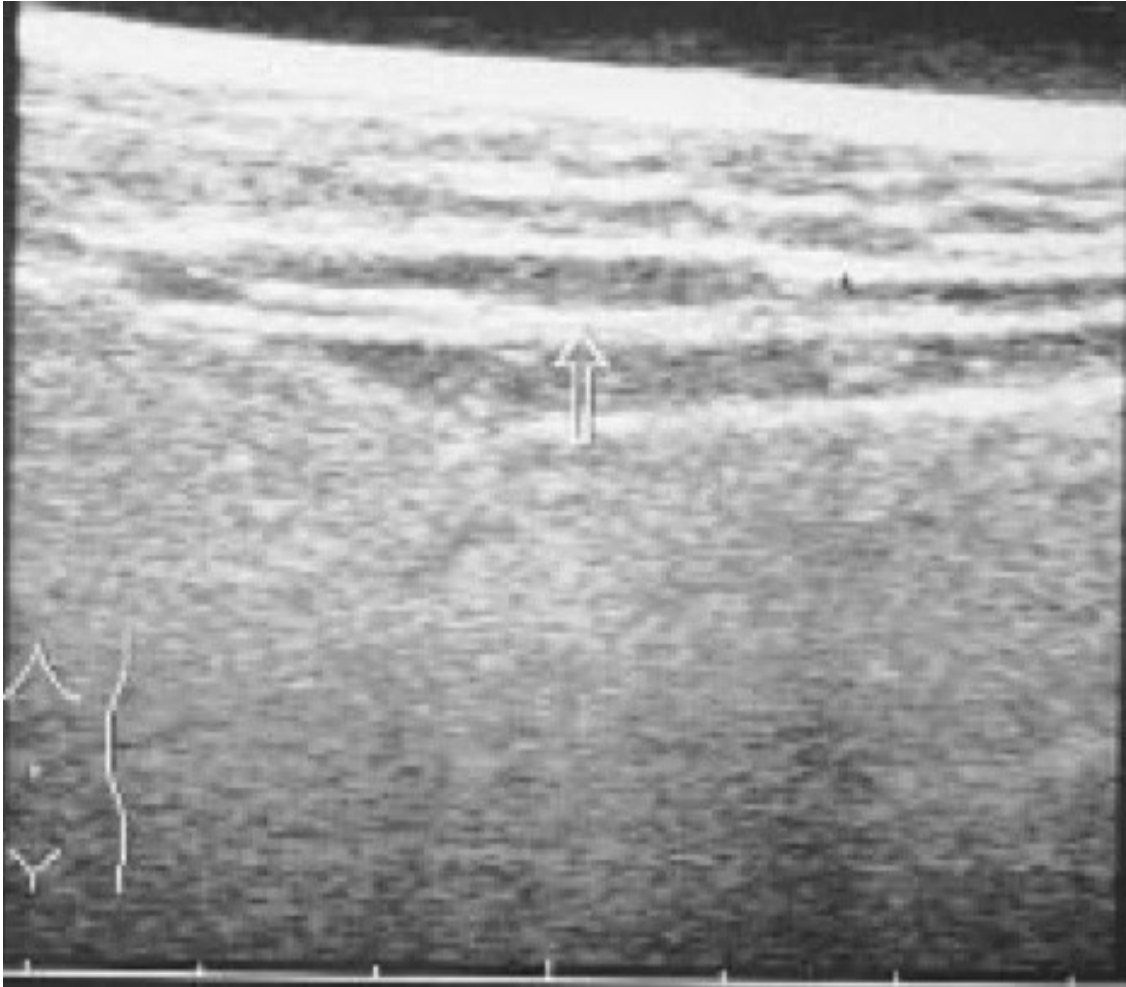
Sonografische Darstellung einer NF. Der Pfeil zeigt einen echo-armen Saum im Bereich der nekrotischen Faszie. Eine exakte Abgrenzung von der darunter liegenden Muskelschicht ist noch möglich [45].
